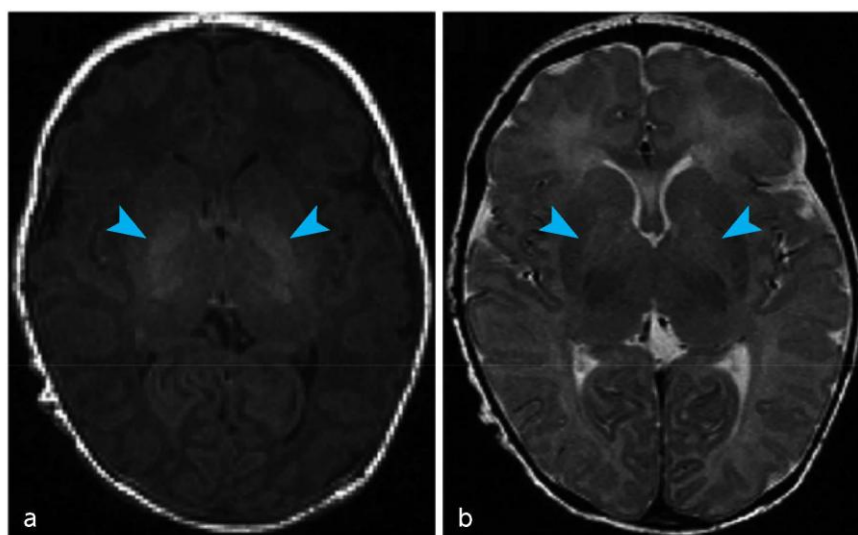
正期産児のビリルビン脳症の急性期の頭部 MRI 所見
